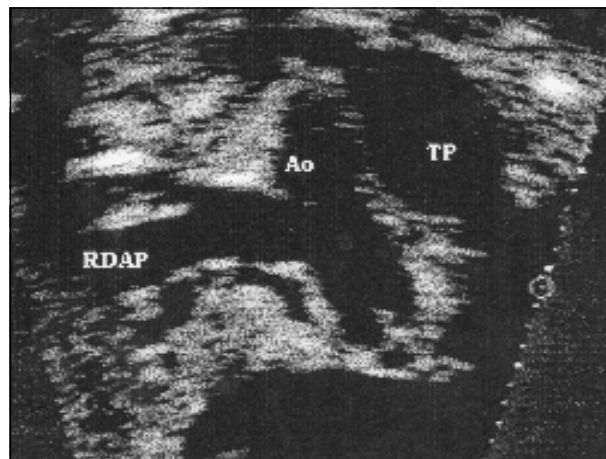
Caso 2 - Ecocardiograma: corte subcostal mostrando a origem anômala proximal da artéria pulmonar direita na aorta ascendente. O tronco da artéria pulmonar origina-se normalmente da região anterior (TP).
